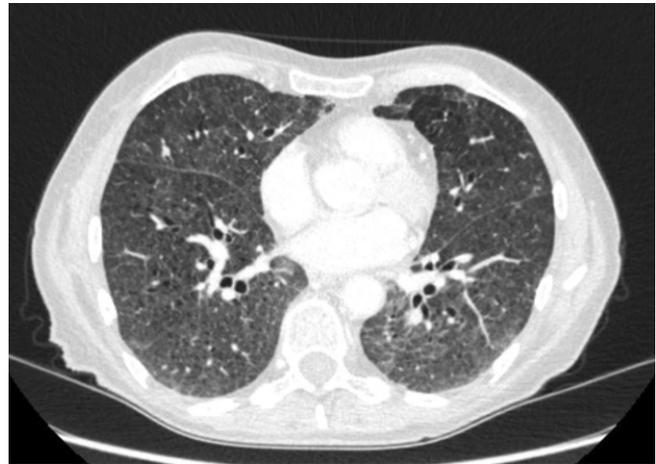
▲ Computertomographie des Thorax mit Kontrastmittelgabe: neu ausgeprägte milchglasartige Veränderungen unter Beteiligung aller Lungenlappen, in erster Linie therapieassoziiert, Differenzialdiagnose Pneumonitis. Intra- und interlobuläre Verdichtungen. Teilweise Mosaikmuster wie bei Bronchiolitis. Ausschluss Lungenarterienembolie. (Befund gekürzt)
